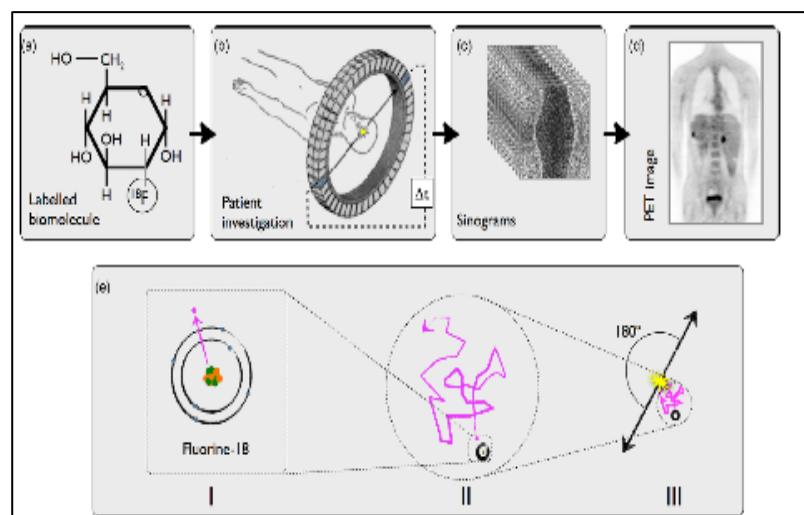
Resumo do procedimento de todo o processo do exame PET/CT [6]
